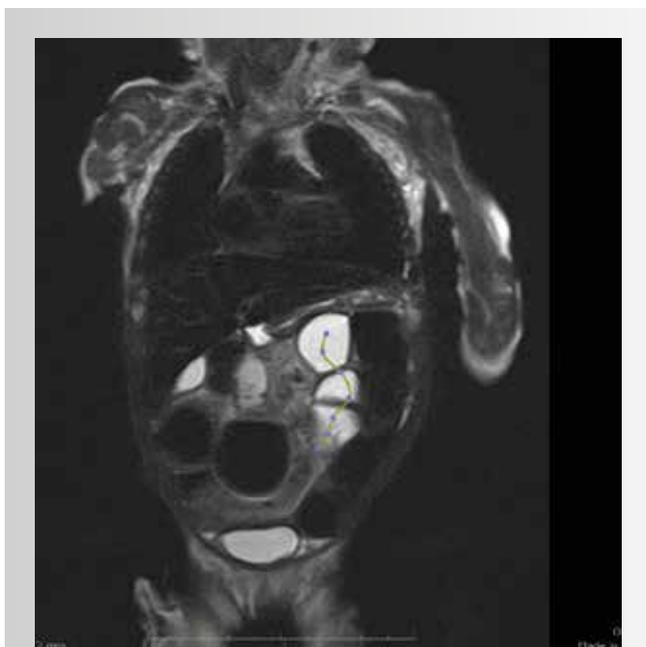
Hydro-MRI of a patient with short bowel syndrome. It shows the process of measuring the length of small intestine, which makes up 30 cm in the patient examined
